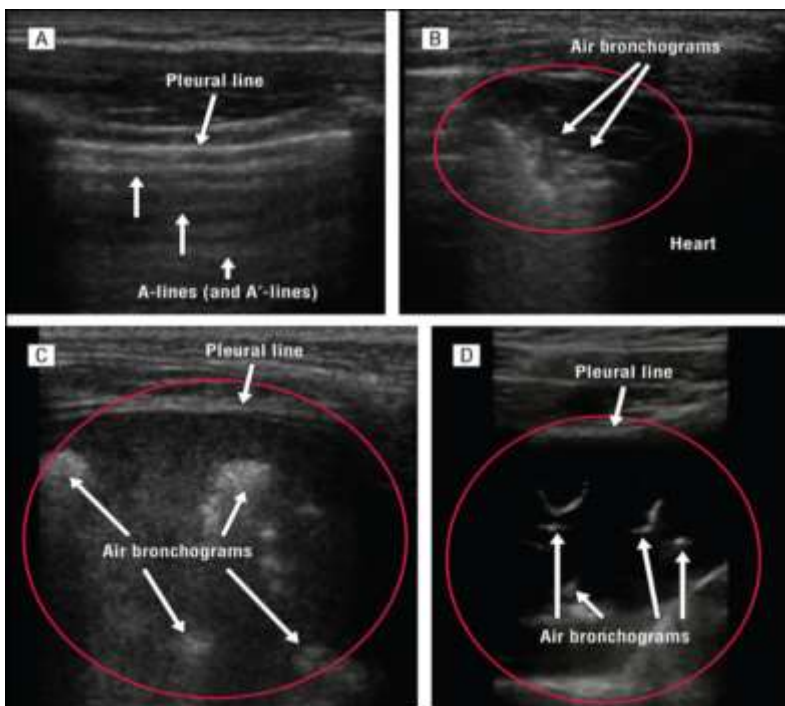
Conclusion. Clinicians are able to diagnose pneumonia in children and young adults using point-of-care ultrasonography, with high specificity (Волосовец А. П. Вопросы диагностики, лечения и профилактики распространенных заболеваний детского возраста. Современные стандарты и перспективные направления диагностики, лечения и профилактики пневмонии у детей. 2015)
